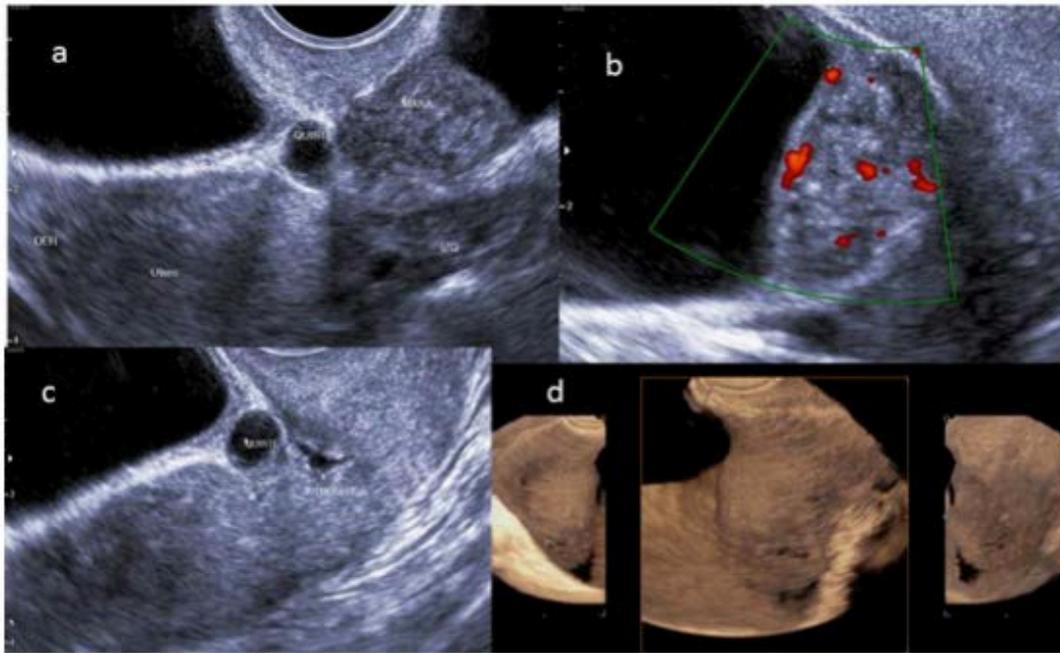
Ultrasonografía de endometrioma en istmocele: a) Corte transversal, se observa útero y vejiga, por sobre el ovario (izq) se observa masa ecogénica con una porción quística (quiste); b) Doppler muestra masa vascularizada; c) Porción quística de la masa en íntima relación a istmocele; d) Reconstrucción 3D con visión desde la vejiga que muestra abombamiento de mucosa vesical.
